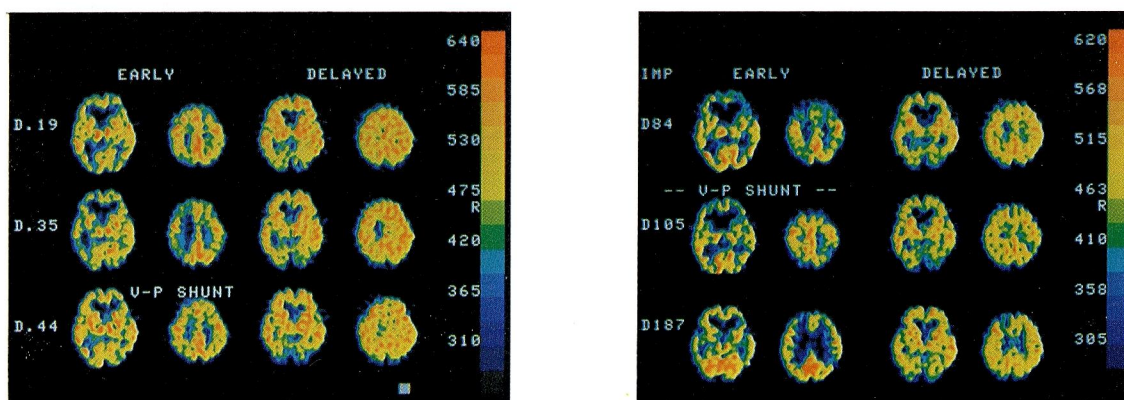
Case 10. a) Serial X-ray CT scans, b) Serial IMP-SPECT
